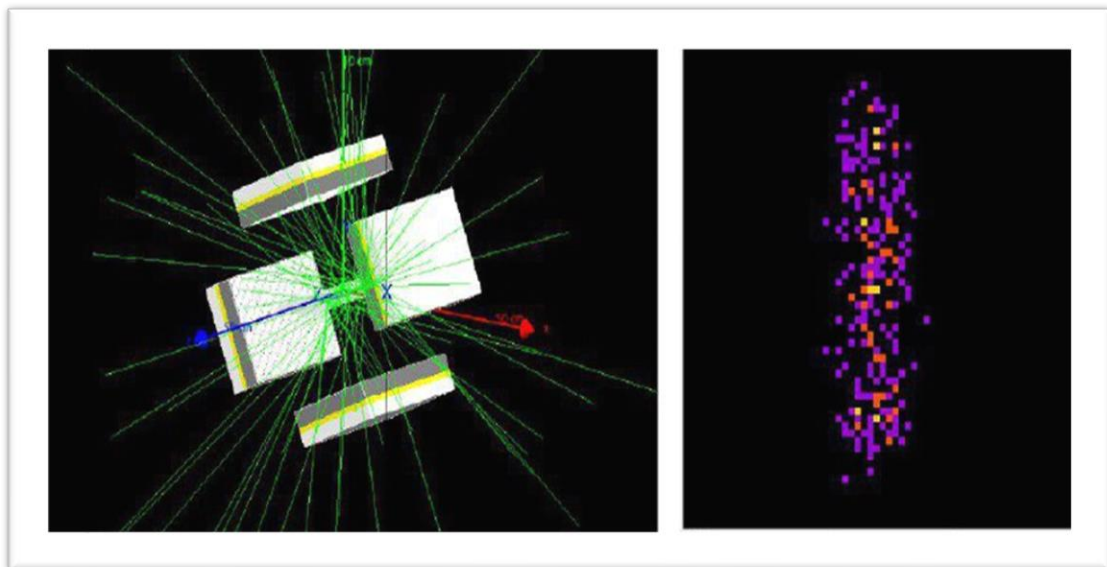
Configuration des têtes de SPECT et du fantôme avec la source de gamma intégrée.
